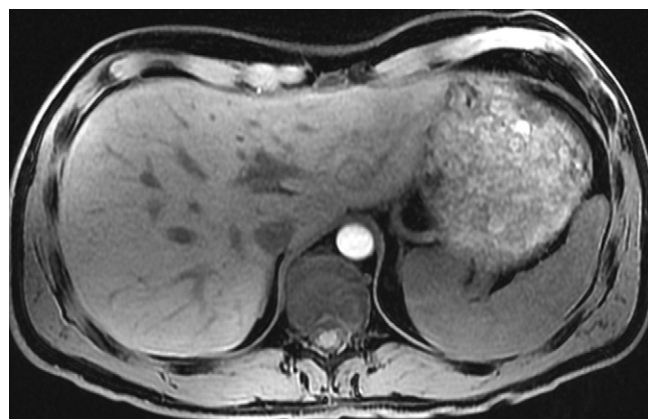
Coupe IRM dans le plan axial (volume en écho de gradient pondéré en T1) de 2 mm au niveau de l'hiatus aortique.
